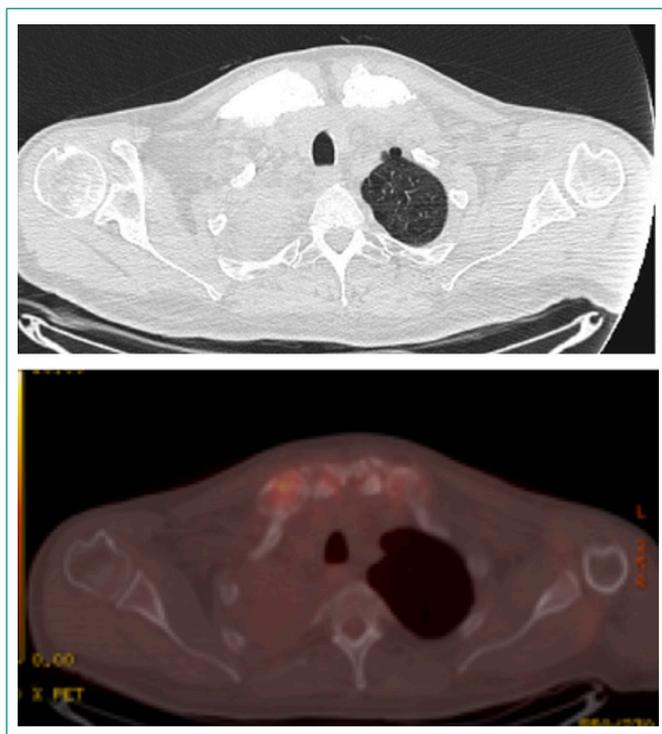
PET-TC con hipermetabolismo a nivel manubrio esternal.
